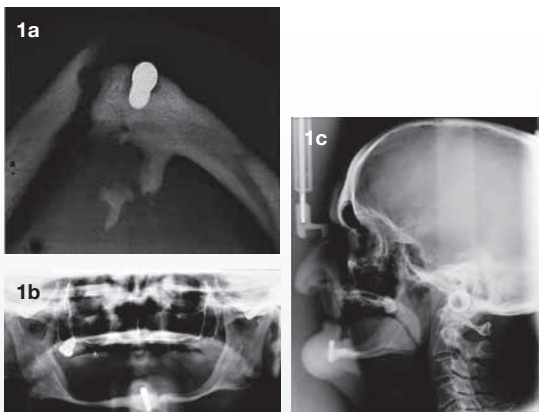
a) Bidplans-, b) ortopantomografi og c) profiloftagelse viser udtalt atrofi af mandiblen samt frakturlinje regio –2.
